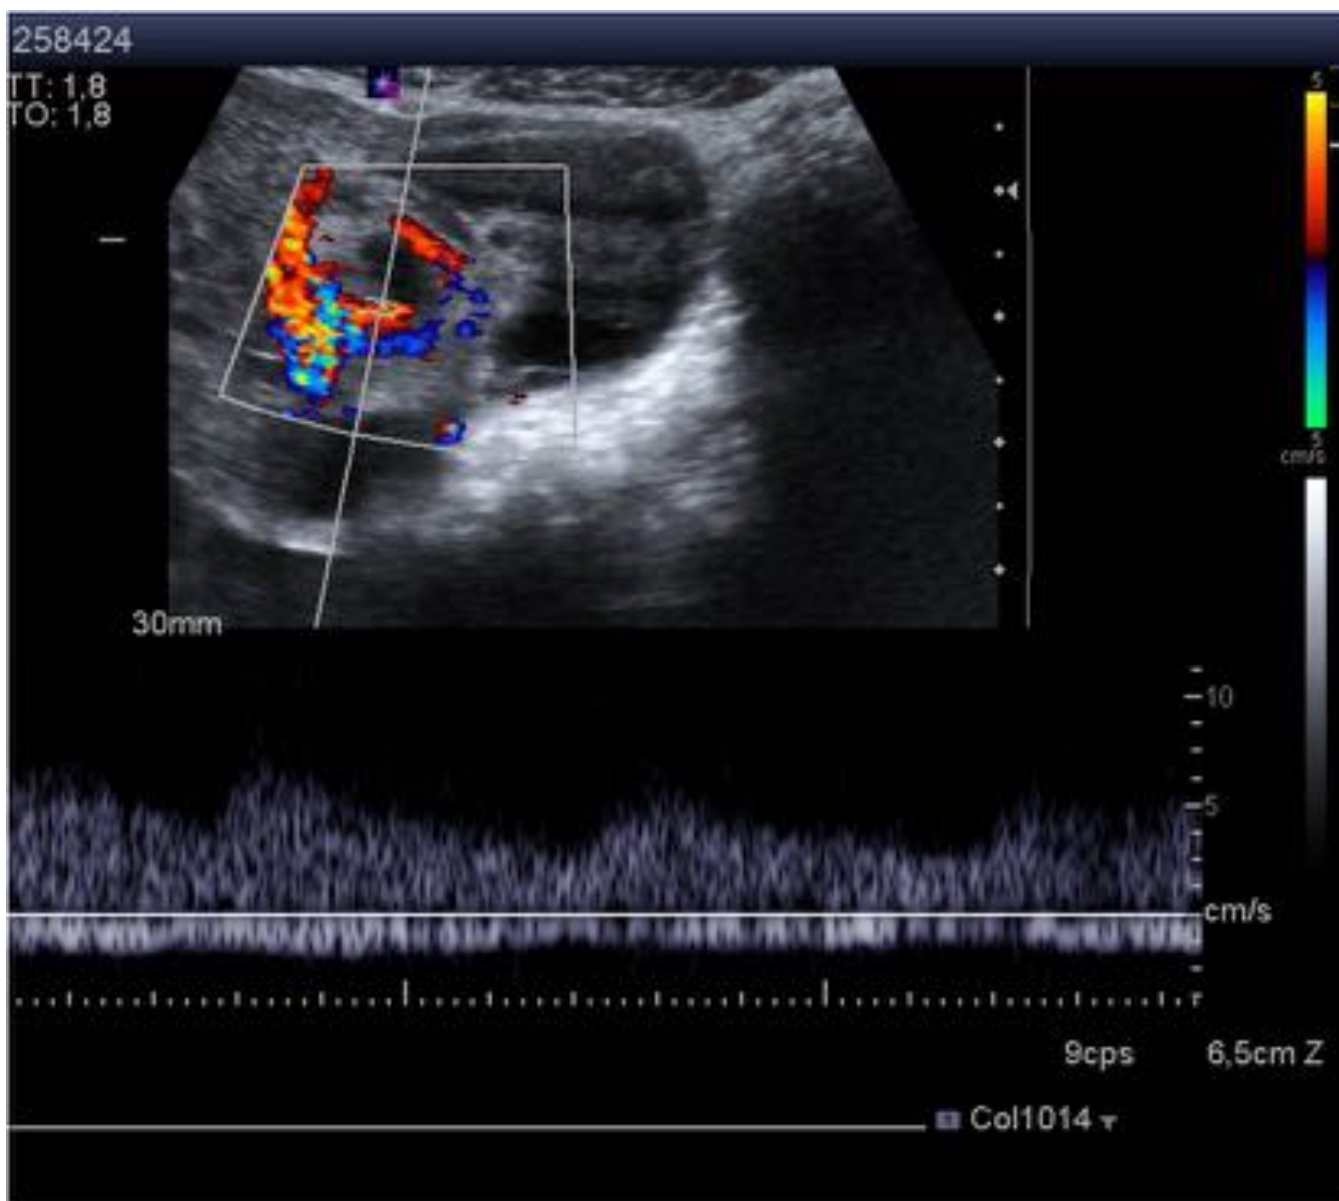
Ecografía: imagen quística de paredes engrosadas , finos septos lineales en su interior y material hiperecogénico en pared adyacente a parénquima ovárico. No se identifica vascularización intralesional, compatible con quiste complicado con hemorragia sin poder descartar embarazo ectópico
